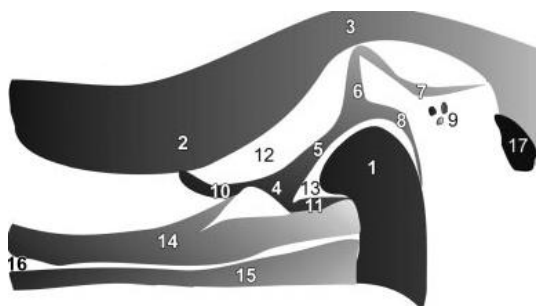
Representación esquemática de estructura visibles en la RM (corte sagital) de ATM
